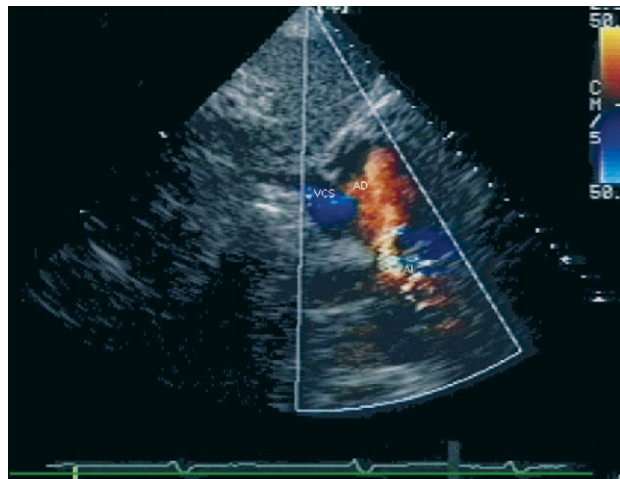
Ecocardiograma Doppler color transtorácico. Proyección subcostal. Se muestran las desembocaduras de ambas venas cavas y el defecto septal interauricular. AD: aurícula derecha; AI: aurícula izquierda; VCS: vena cava superior.
